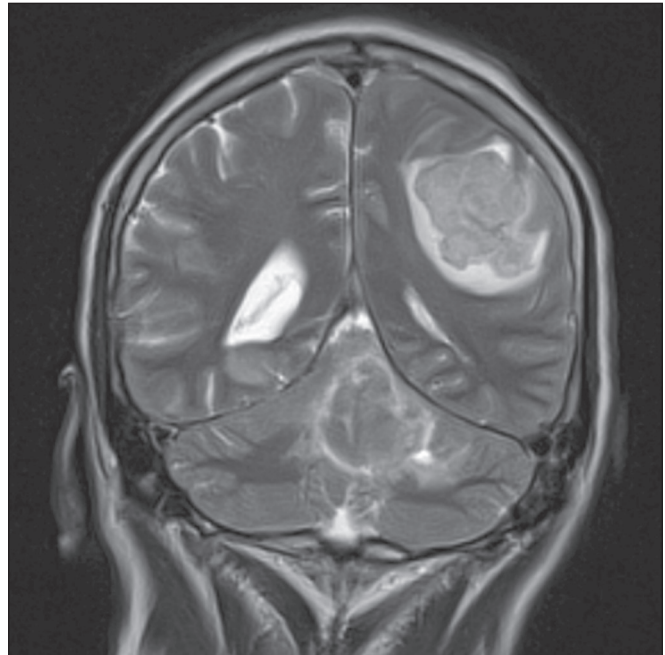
Metástase. RM, sequência T2, corte coronal. Paciente com neoplasia de mama apresentando duas lesões associadas a edema perilesional.
